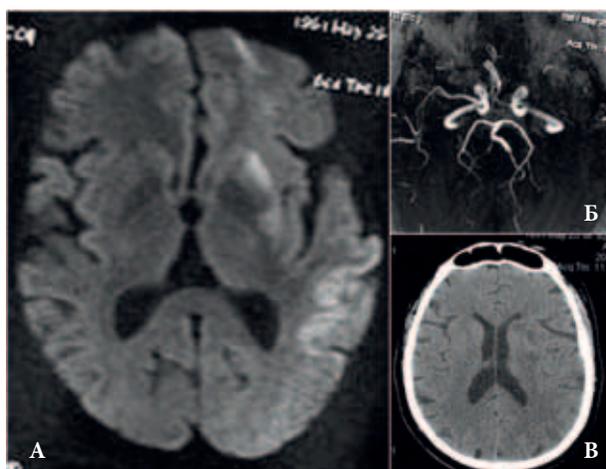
Данные визуализационного исследования головного мозга пациента Х., 62 года: а – магнитно-резонансная томография; б – магнитно-резонансная ангиография, в – рентгеновская компьютерная томография
